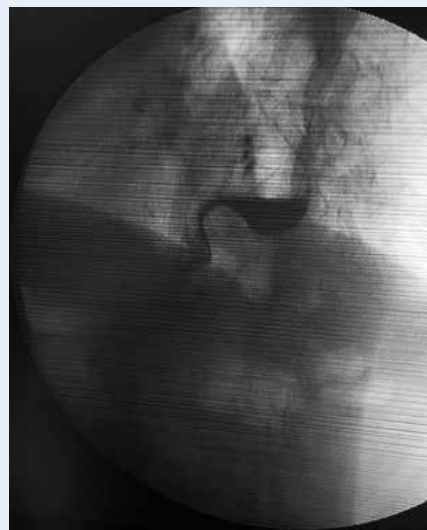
Рентгеноскопия пищевода в первые сутки после операции
